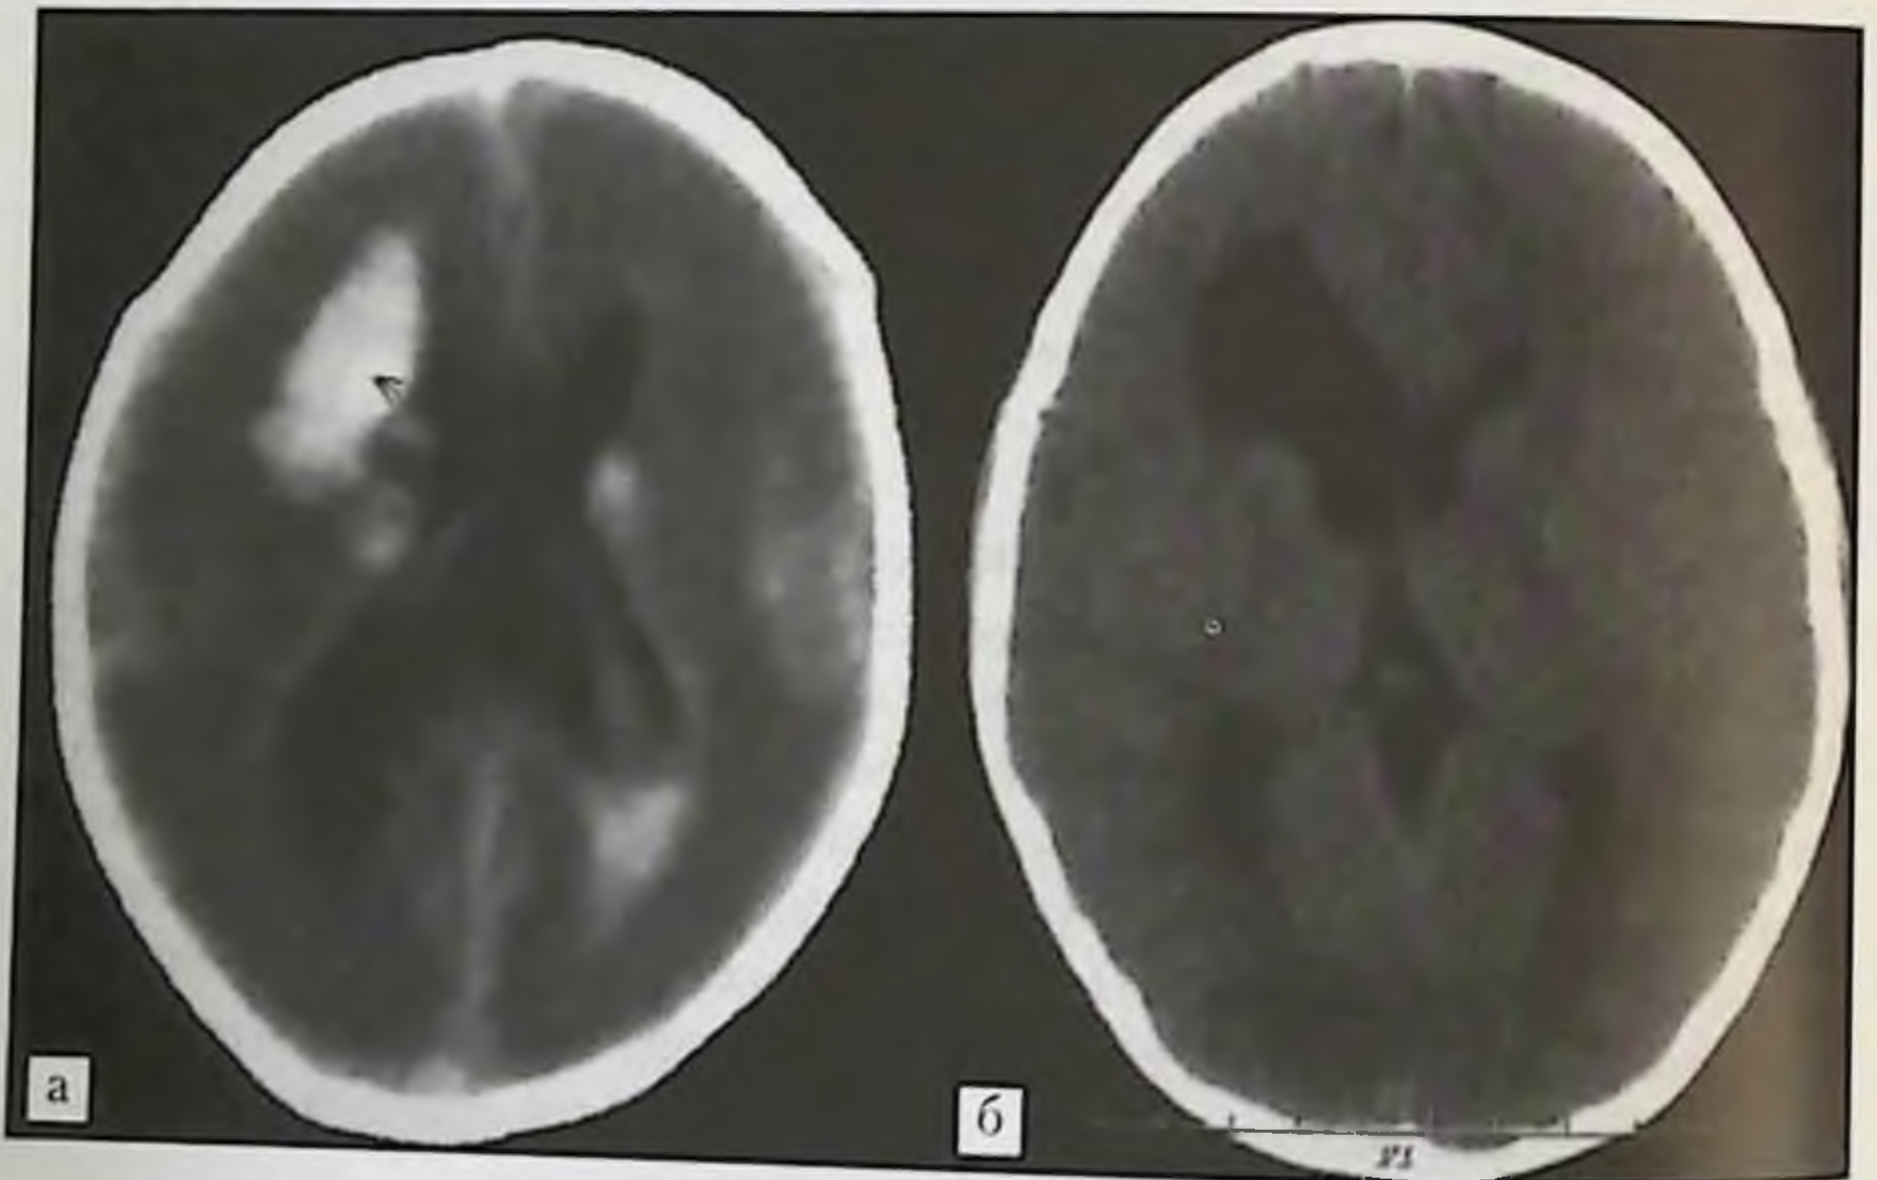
КТ головного мозга ребенка: *а* — недоношенного (5 дней). Кровоизлияние в правую каудоталамическую вырезку, прорыв крови в желудочки; *б* — тот же ребенок, 7 лет. Эпилепсия. КТ головного мозга. Постгеморрагическая порэнцефалическая киста правого хвостатого ядра и правой лобной доли.
